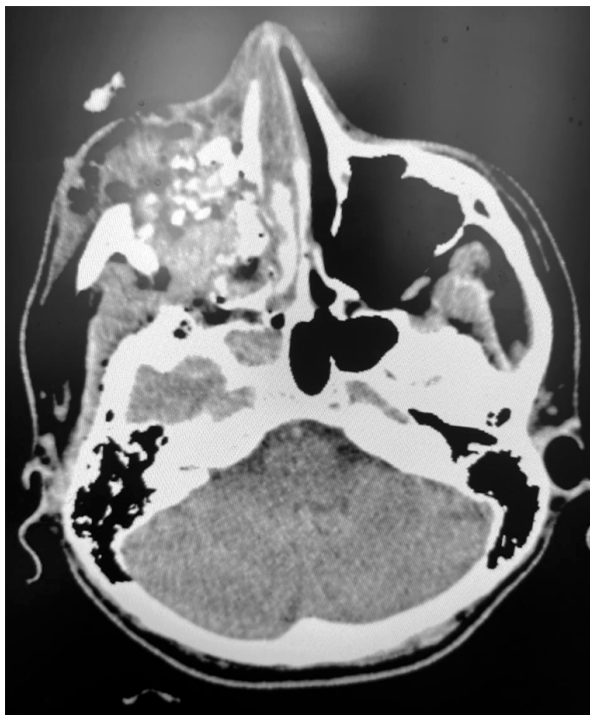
КТ пацієнта з мінно-вибуховою осколковою травмою верхньощелепної пазухи, гратчастого лабіринту, клиноподібної пазухи та очниці.
